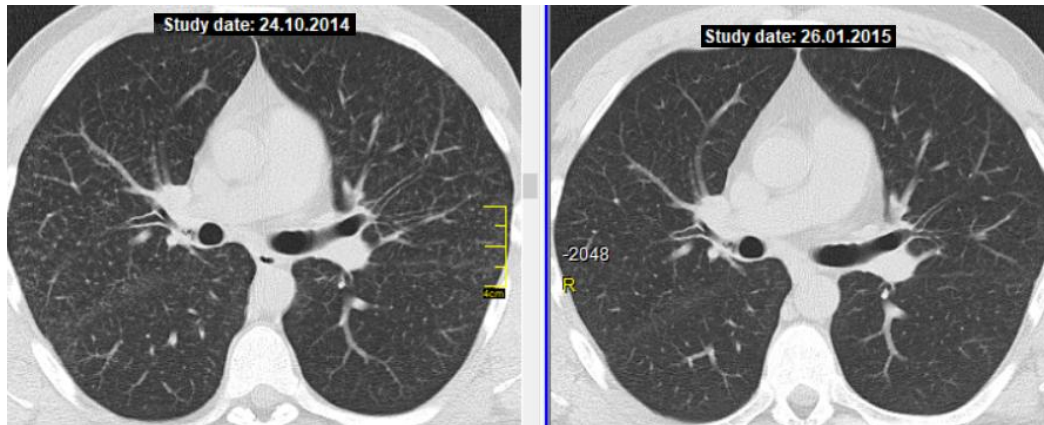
КТ хворого Т., 25 років. Зліва – до лікування, справа – через 3 міс ГКС-терапії.
